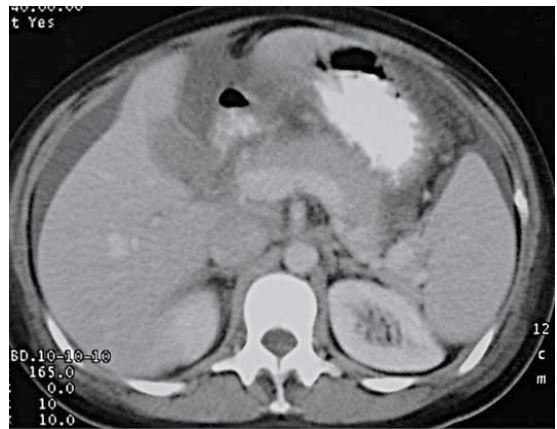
Imagen de TAC con derrame pleural bilateral, líquido libre subfrénico bilateral y páncreas dentro de límites normales.
